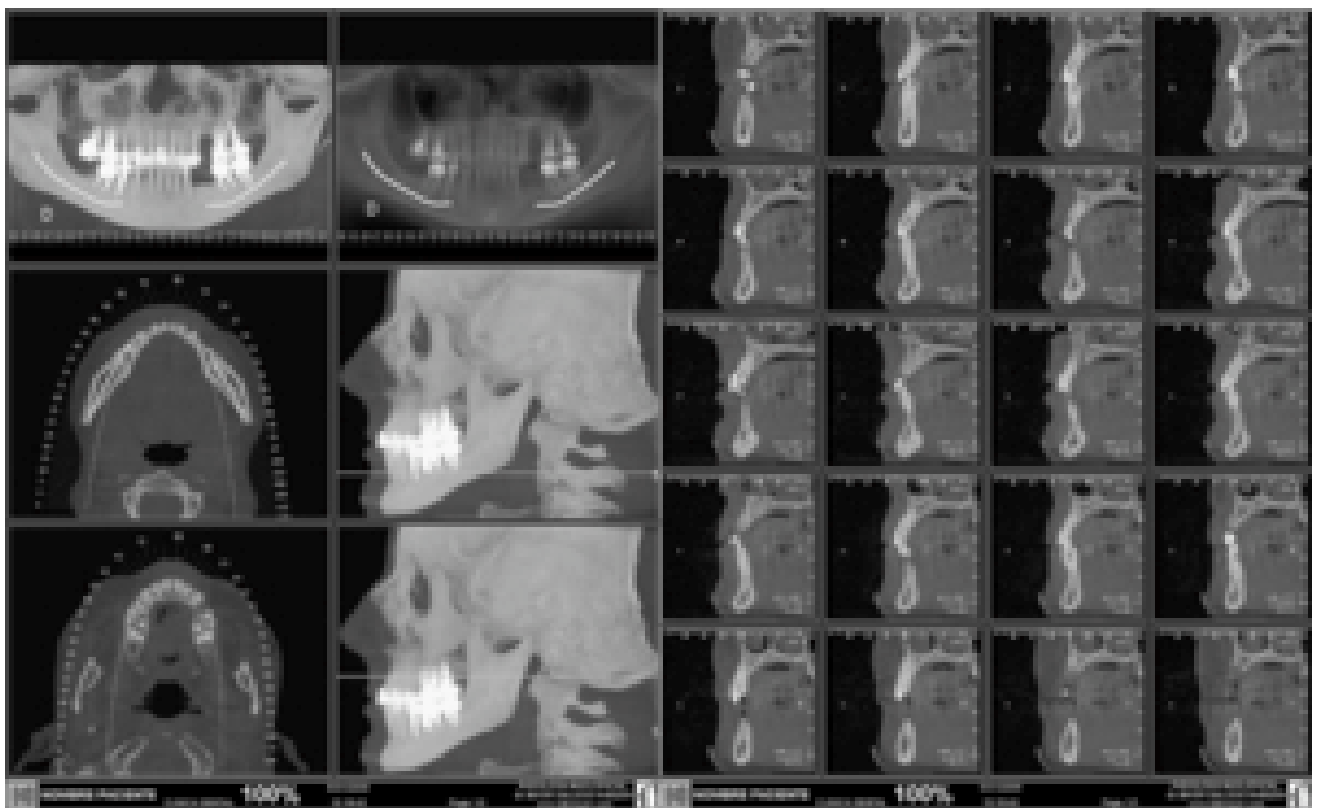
Exploración bimaxilar con Scanner CT Cone Beam Iluma 9500 (Kodak®)
